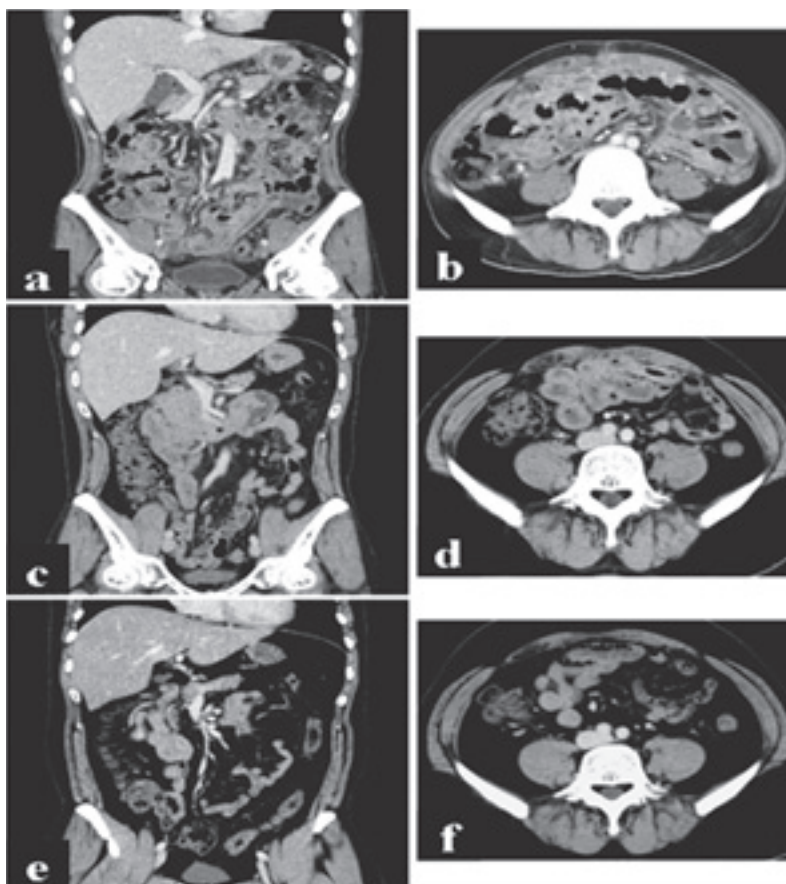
Abdominal CT scans. (a, b) on admission. (c, d) after 9 months of antituberculous therapy. (e, f) after 14 months of antituberculous therapy. Repeated CT scans after antituberculous therapy showed significant resolution of severe inflammation.
